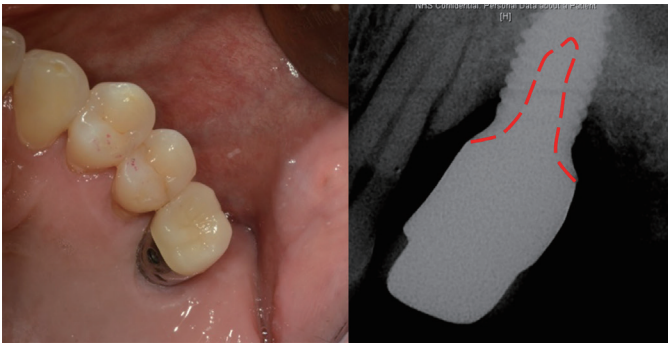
Clinical and radiographic image after try in.
